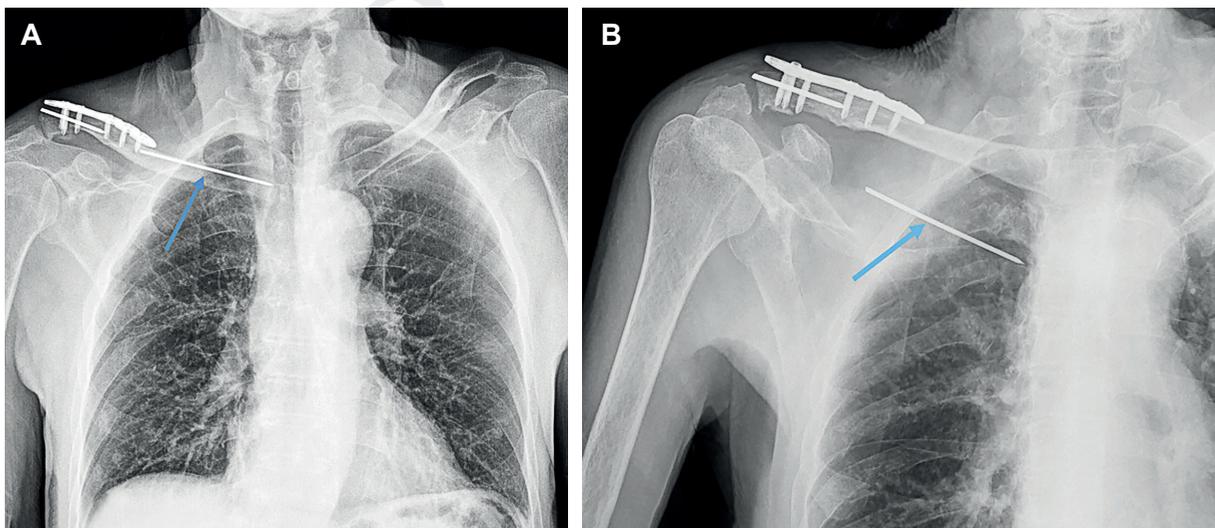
Migración del clavo de Kirschner. A. Radiografía de tórax. La flecha señala el clavo de Kirschner desplazado hacia cavidad torácica. B. Radiografía de hombro derecho. La flecha señala el clavo de Kirschner desplazado hacia el ápice pulmonar derecho.
